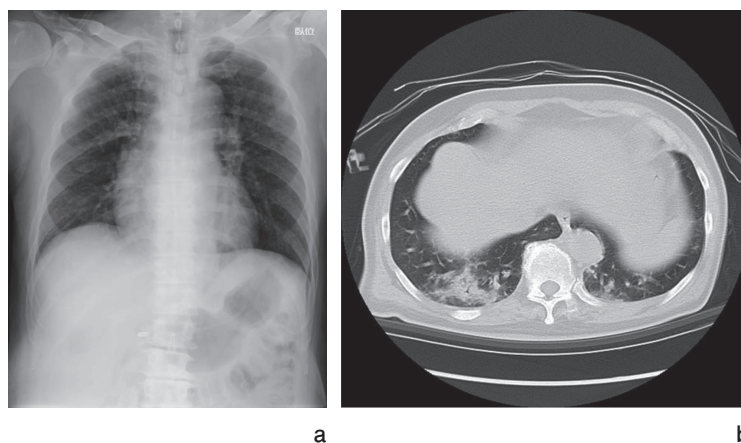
入院時a) 胸部X線像とb) 胸部CT画像
